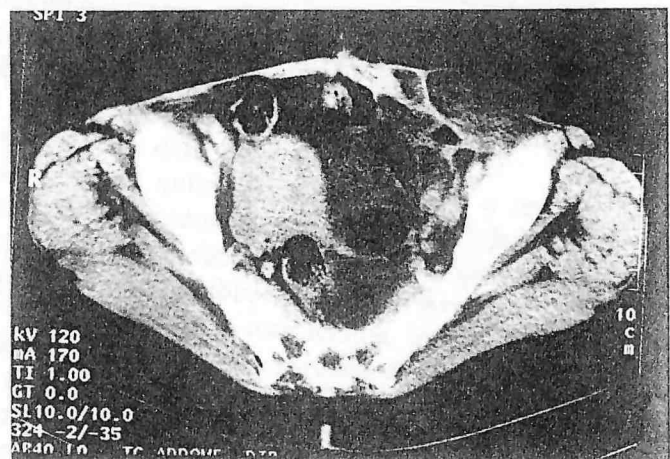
TC pelvica. Sono visibili tre tumefazioni: una nel contesto dei muscoli larghi della parete addominale a sinistra, obiettivamente palpabile, una che disloca l'utero verso destra ed una nel contesto del mesosigma che disloca anteriormente il sigma stesso senza infiltrarlo.
